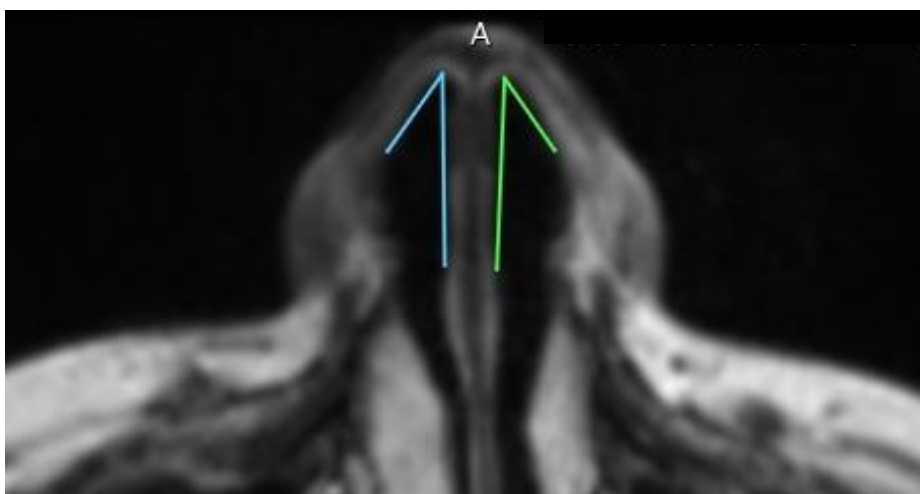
Statische Darstellung der Nasenklappe und Vermessung des INV Winkels an MRT DICOM Daten (blau: rechter INV, grün: linker INV)
